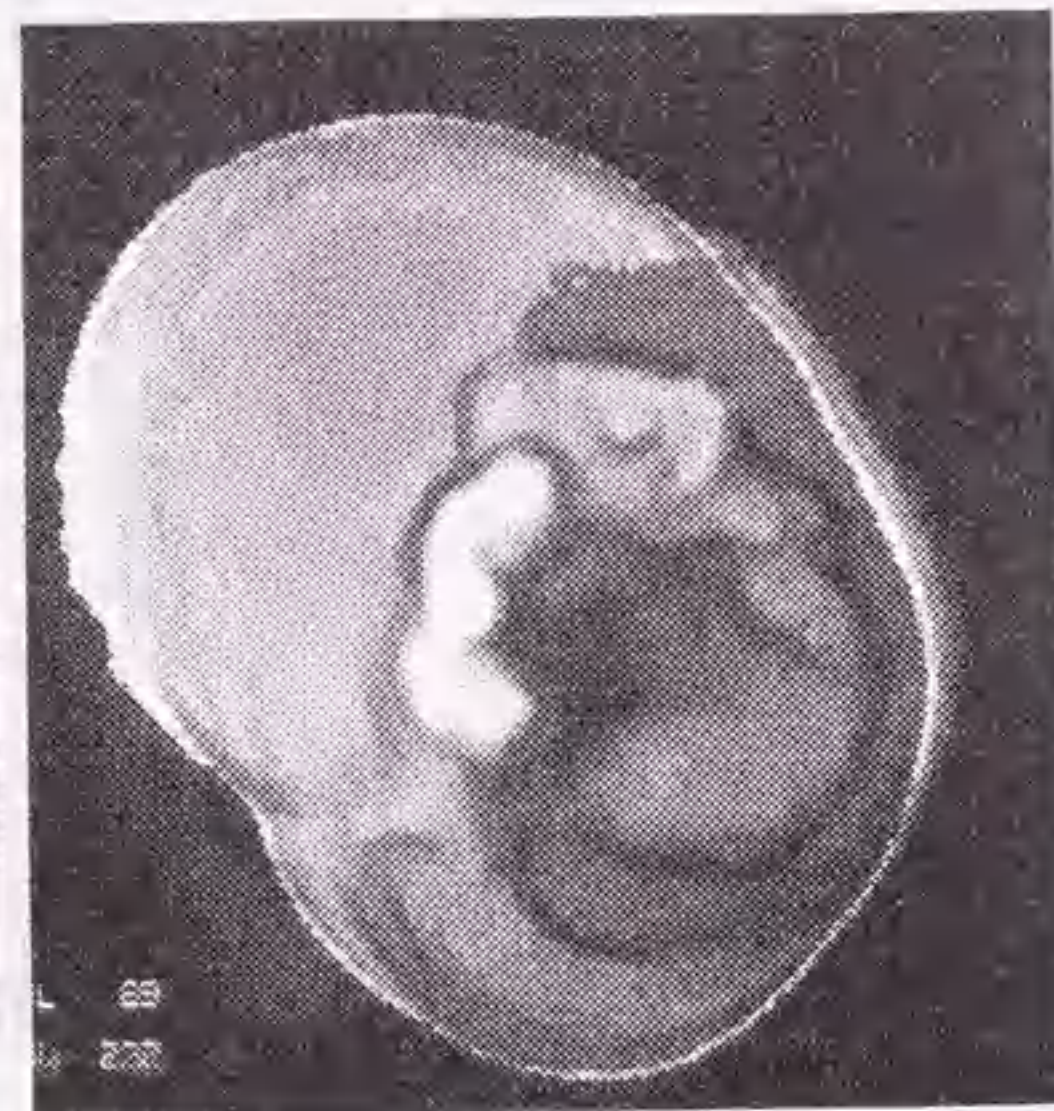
3D-CT image of rectal carcinoma from the anal side view, which shows the same lesion of the Fig. 5.8.
